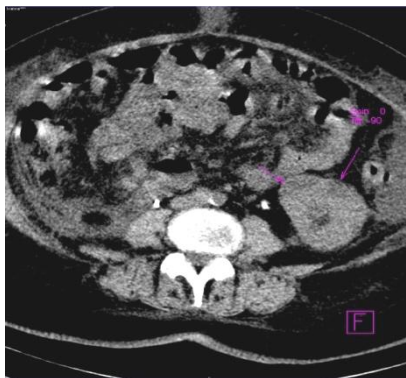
Tomografie computerizată. Pielonefrită acută purulentă. Abces, carbuncol renal.
